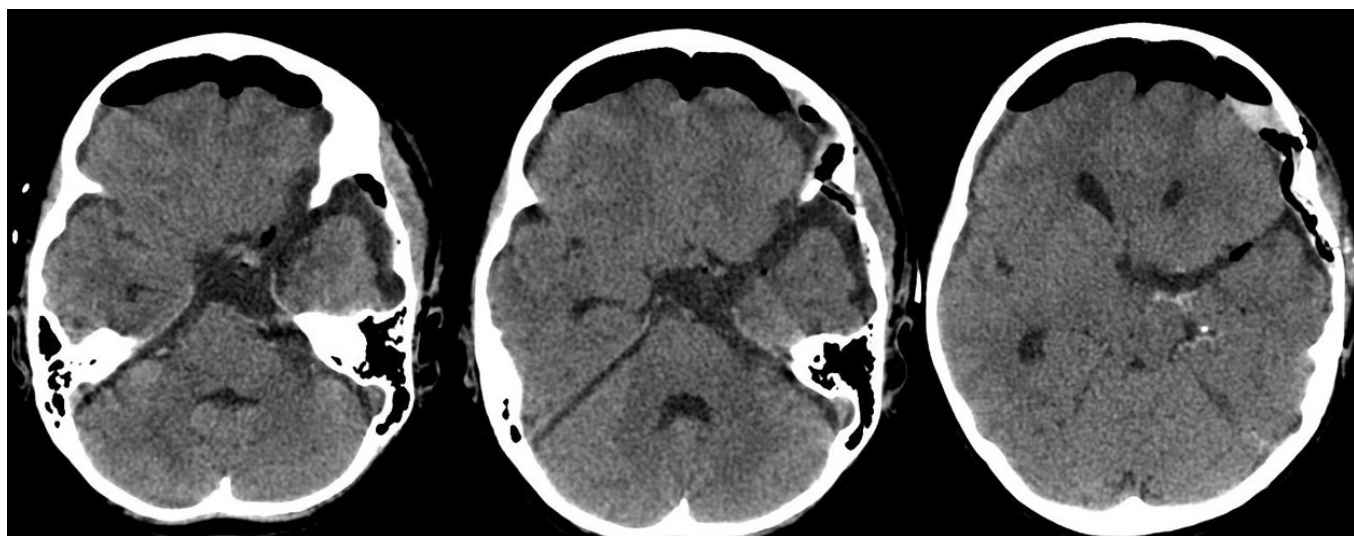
Послеоперационный КТ-контроль: подтверждение радикальности удаления опухоли
